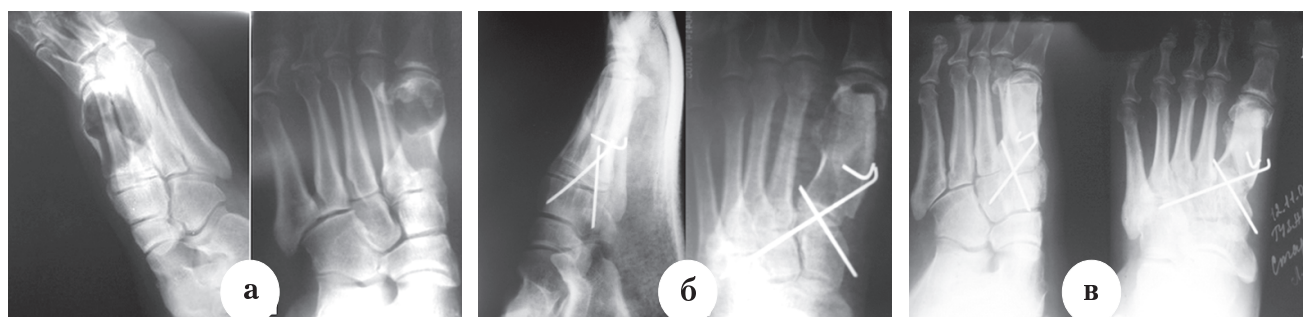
Рентгенограммы пациентки С., 45 лет, с гигантоклеточной опухолью I плюсневой кости:
